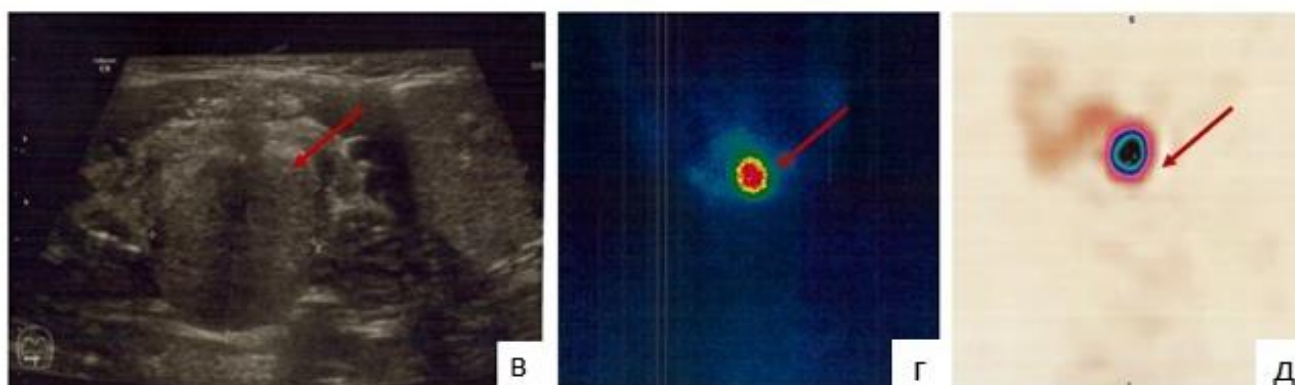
Эктопированная ткань ЩЖ у пациента 7,0 лет по данным: УЗИ в продольной проекции (в), сцинтиграфии с ^{99m}Tc -пертехнетат в планарном режиме (г) и ОФЭКТ в боковой проекции (д)
